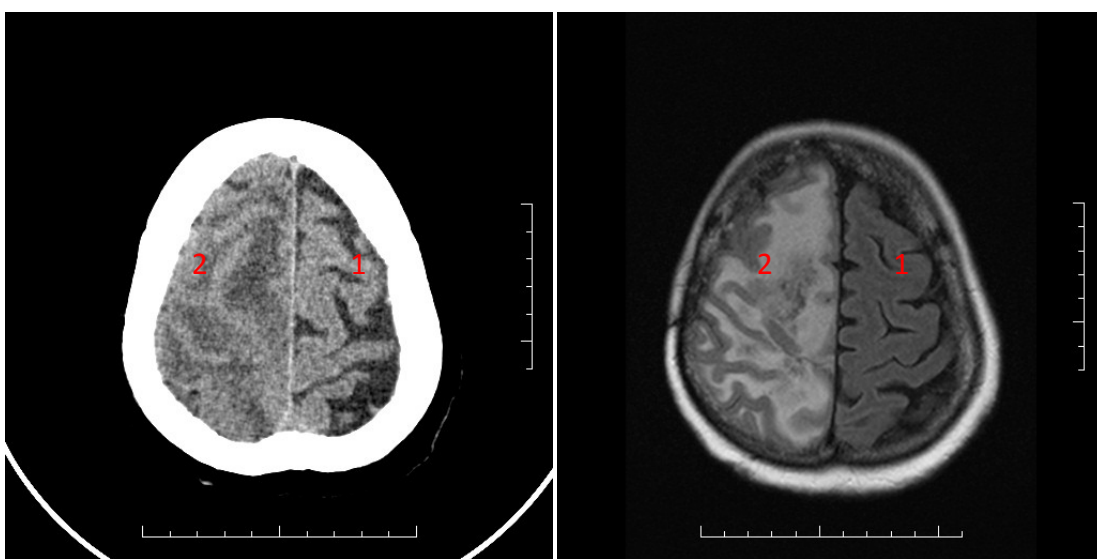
CT snímek (nalevo) a MRI snímek (napravo), ze kterých je opět díky viditelnosti zbrzdění (1) mozku patrné, že nádor se nachází v levé hemisféře
